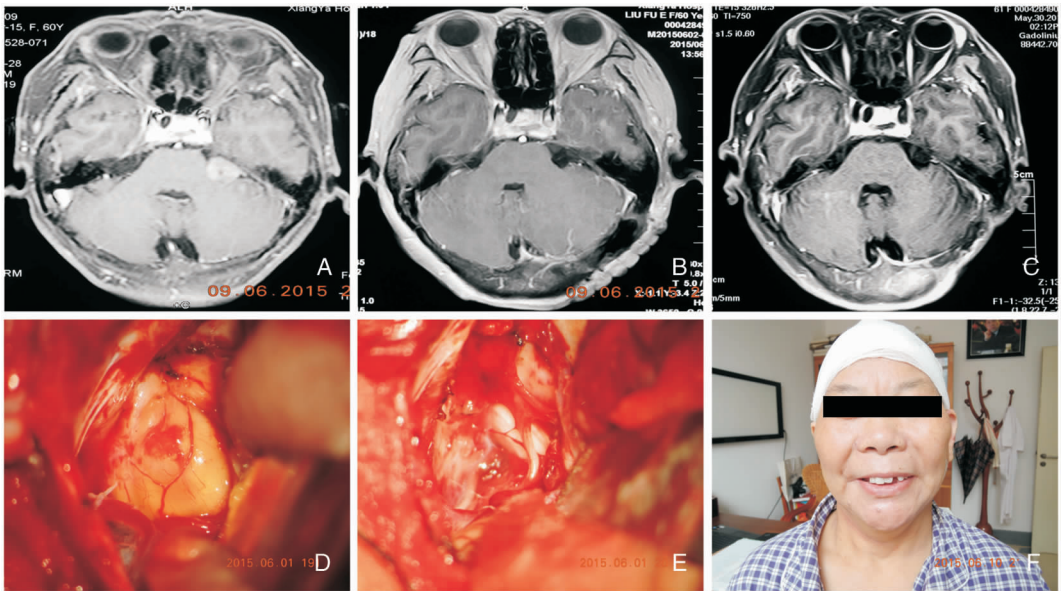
1例术中未发现神经血管压迫的听瘤术前术后MRI,术中所见及术后面神经功能 A:左侧听瘤术前MRI(T1增强);B:左侧听瘤术后MRI(T1增强);C:左侧听瘤术后3个月复查MRI(T1增强);D:术中肿瘤切除前;E:术中肿瘤全切后未见责任血管;F:术后面神经功能
